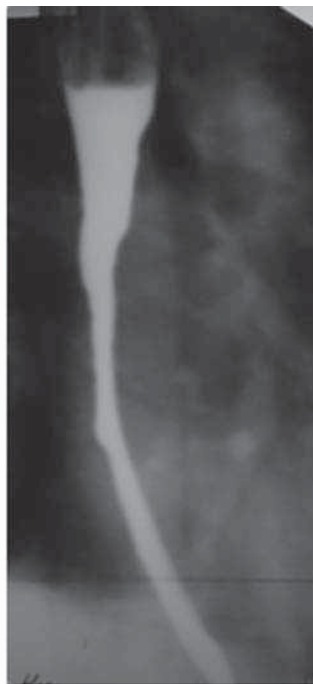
Рентгенограмма больного К. 54 лет, с компенсированной ПОСП средне- и нижнегрудного отделов.
